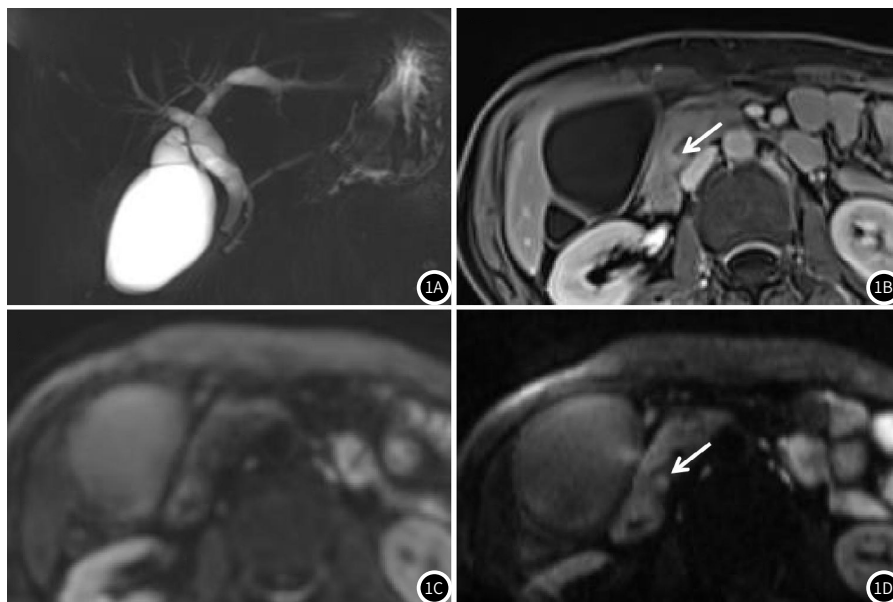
~1D 女, 61岁, 胆总管下段癌, 直径约4mm。MRCP(1A)示胆总管下段突然狭窄, 增强T1WI(1B)示狭窄处小结节状强化灶。c-DWI(1C)胰头区未见明显高信号, z-DWI(1D)示胆总管下段小结节状高信号。
